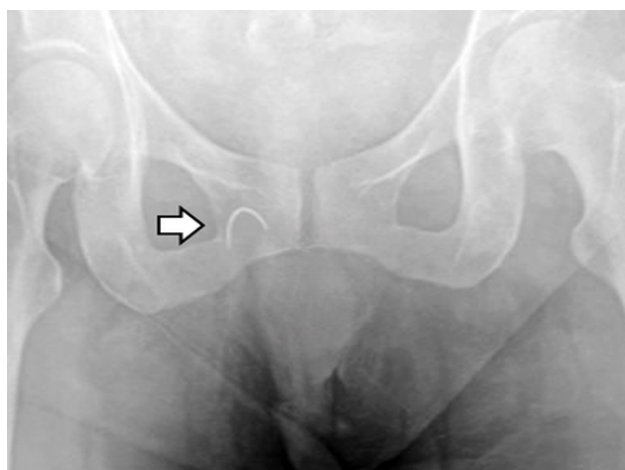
Radiografía simple de pelvis. La flecha señala la aguja en la vagina.
